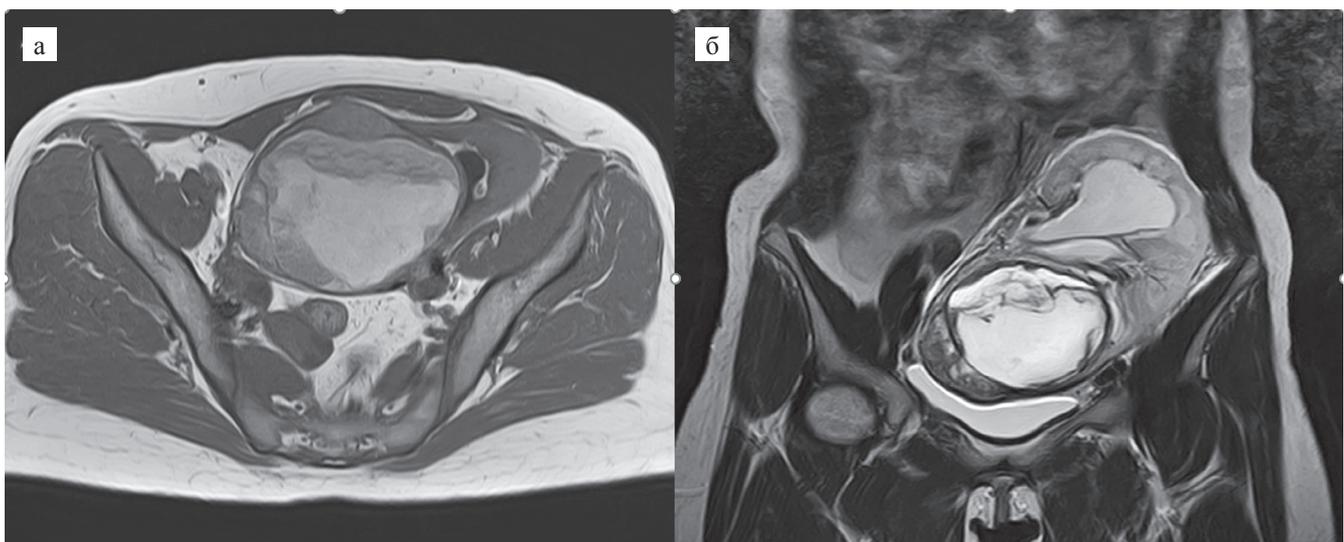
МРТ почечного трансплантата с внутрисинусовой опухолью: а – изображение в аксиальной проекции; б – изображение во фронтальной проекции
